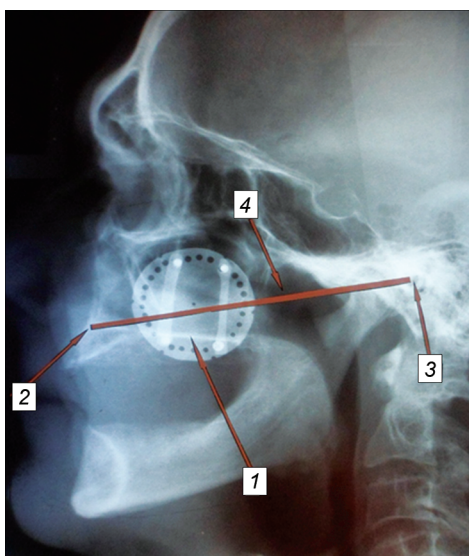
Боковая телерентгенограмма головы.
